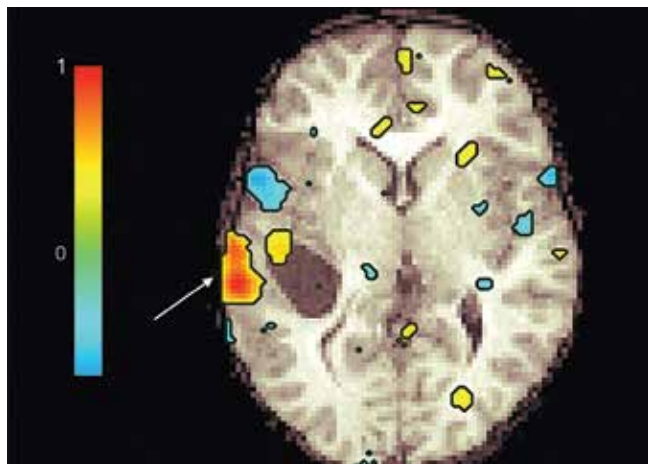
Preoperative state functional magnetic resonance imaging of the lingual network demonstrates the proximity of the tumor to the speech zone (arrow)
